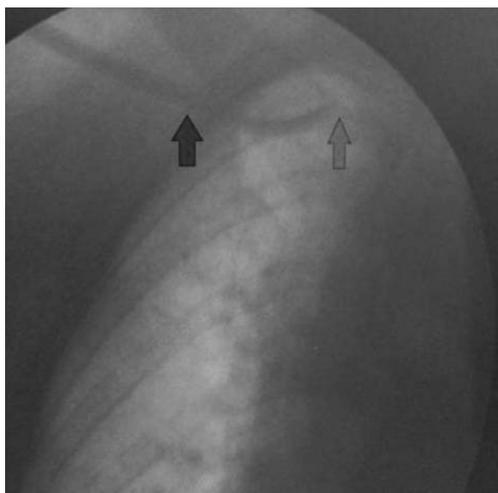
Больной С., 32 года. Положение конца катетера после коррекции под рентген контролем
